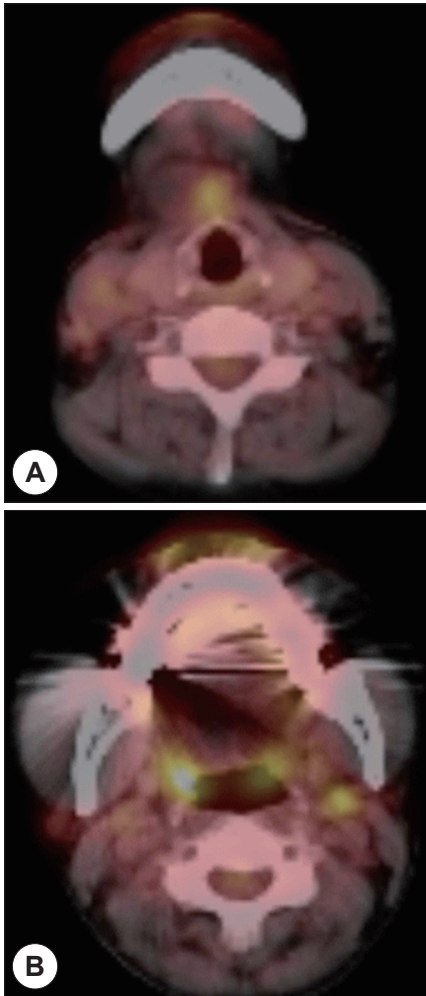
Preoperative PET-CT scan shows FDG uptake in left portion of cystic mass of anterior neck (A) FDG uptake in Left level II lymph node (B).
